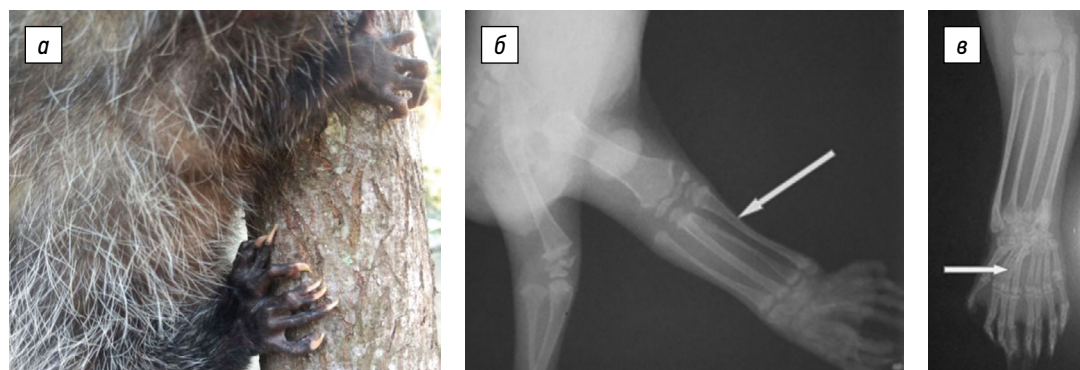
Удвоение задней конечности у опоссума: а — внешний вид; б и в — рентгенограммы
